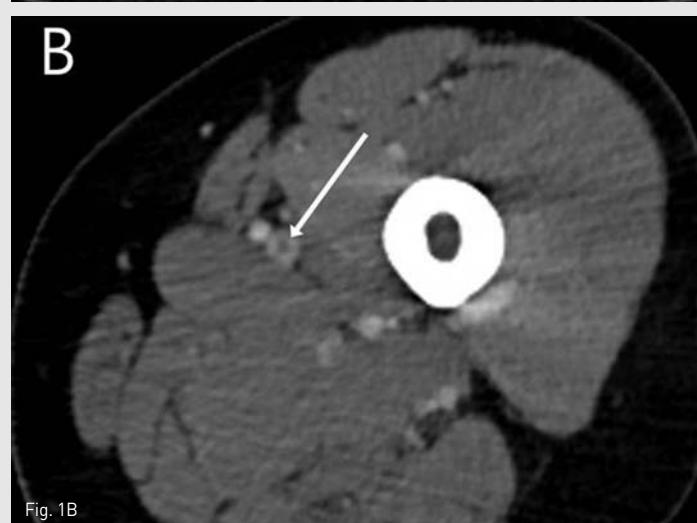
42-year-old woman with left leg pain and swelling underwent a CT venography. A. An axial scan of CT venography shows complete obstruction of left common iliac vein suggesting post-thrombotic syndrome (arrow). B. An axial scan at level of femoral vein shows focal low density filling defect (arrow) in mid femoral vein suggesting partial thrombus. C. Tortuous enlarged collateral vessels (arrows) are also noted in subcutaneous layer of anterior pelvic wall.
